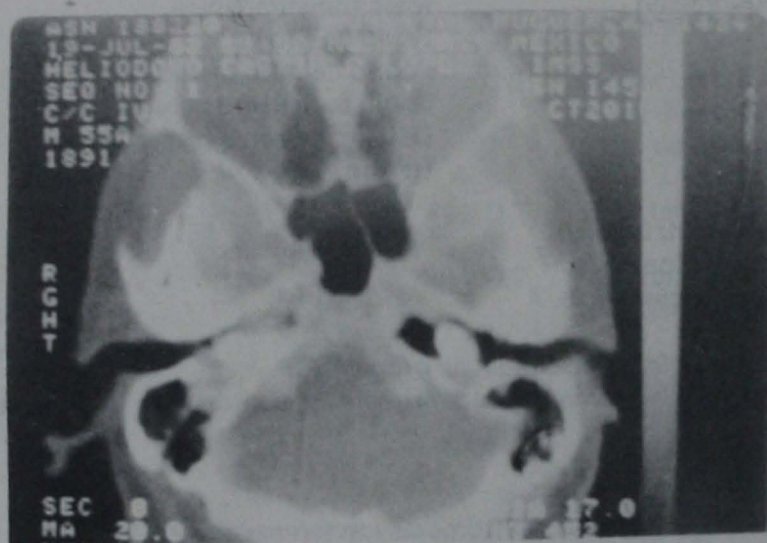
Tomografía axial computarizada de la base del cráneo con contraste intravenoso. Caso Clínico No. 3. Obsérvese el foramen yugular derecho ocupado por una tumoración vascular, que se extiende hacia mastoides, se proyecta hacia caja timpánica y ocupa la punta del peñasco. Compárese con el foramen yugular normal contralateral.
